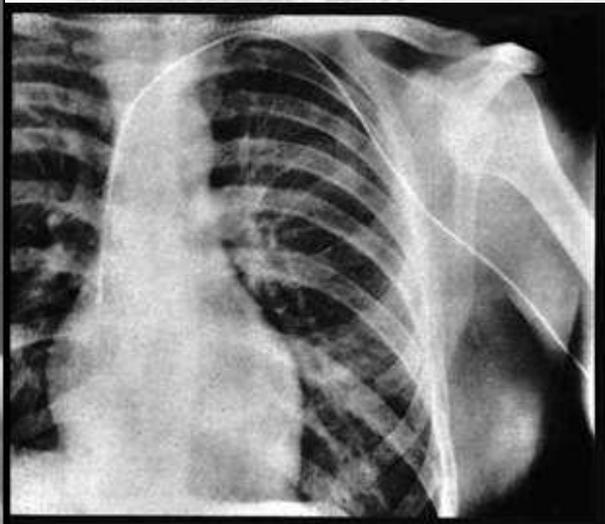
Röntgenaufnahme des ersten Rechtsherzkatheterismus durch Forßmann
